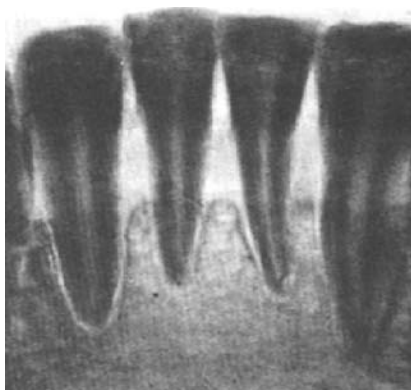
Рентгенограмма фронтального участка нижней челюсти больной К., 23 года (через 18 месяцев после лечения). Очаги пятнистого остеопороза не устранены. Д-з: генерализованный пародонтит I—II степени
